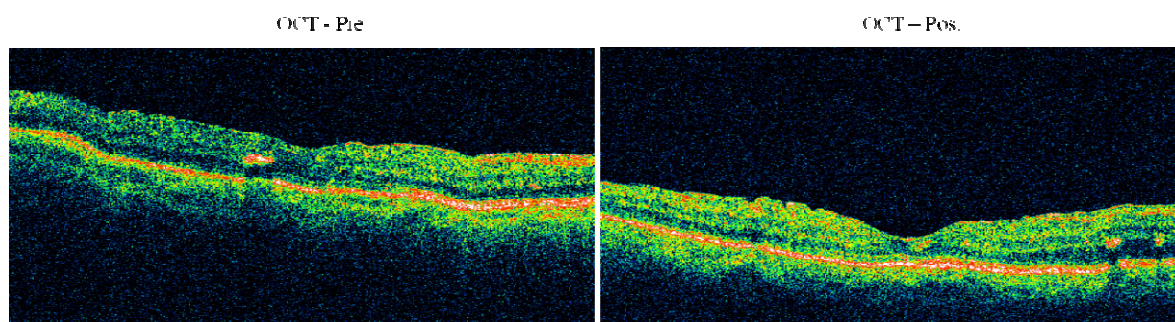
Contraste de casos 3. Análisis diagnóstico mediante imágenes de Tomografía Óptica Coherente, evaluadas de manera pre y post intervención.
